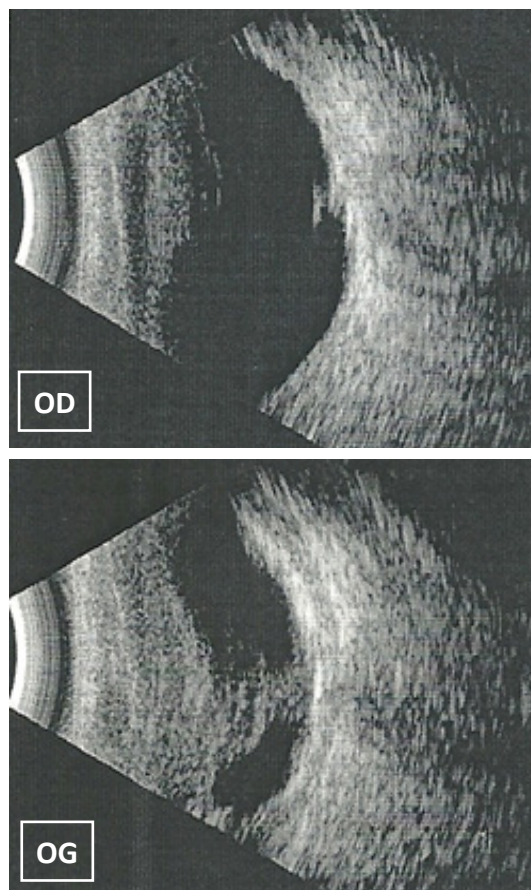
Image échographique ODG montrant un cordon papillo-capsulaire et une diminution de la longueur axiale à l'œil gauche (cas1)
